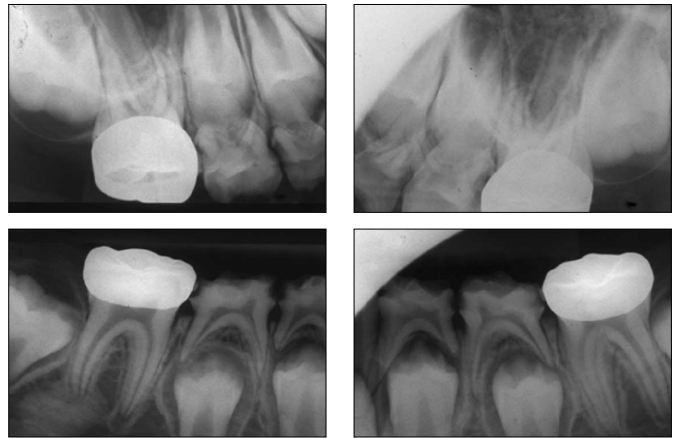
Periapical views after treatment in ant. & post. teeth.
